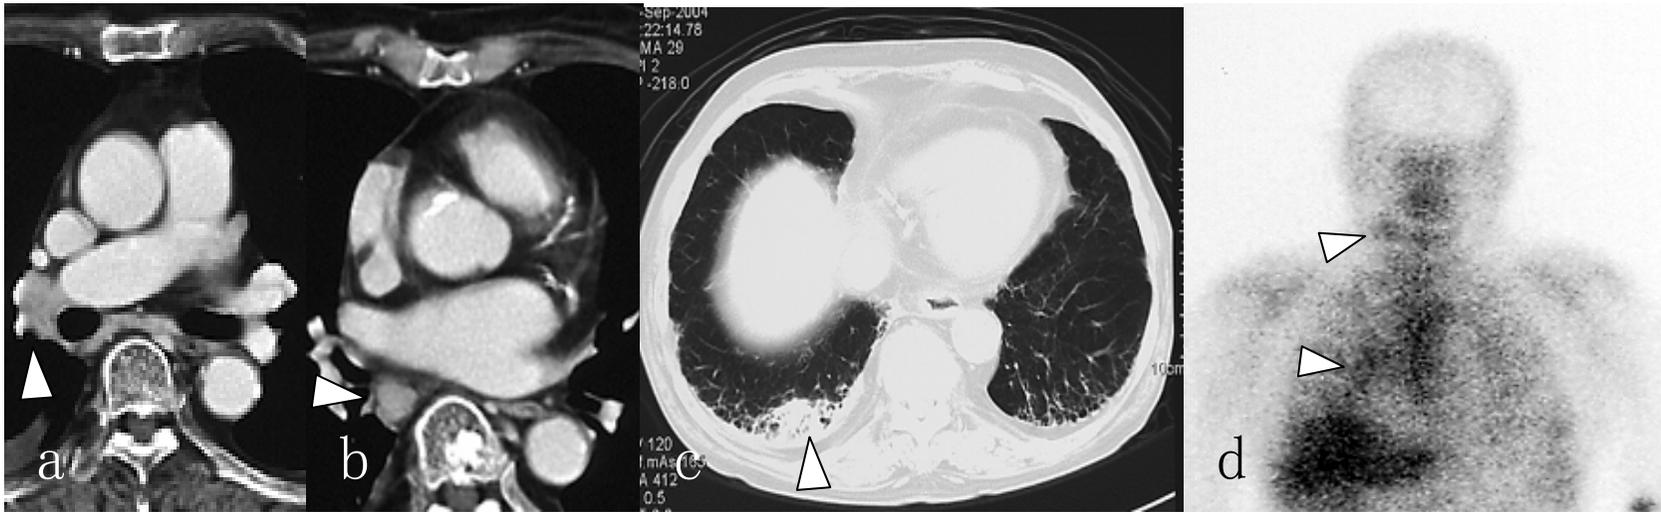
Imaging examinations of the chest and gallium scintigram.
